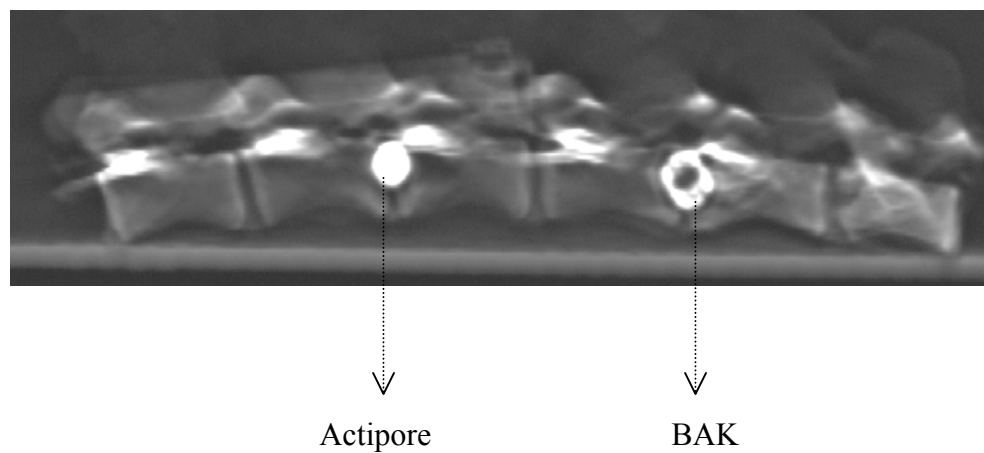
9. Emplacement du rachis lombaire portant les deux implants dans le champ de CT.
